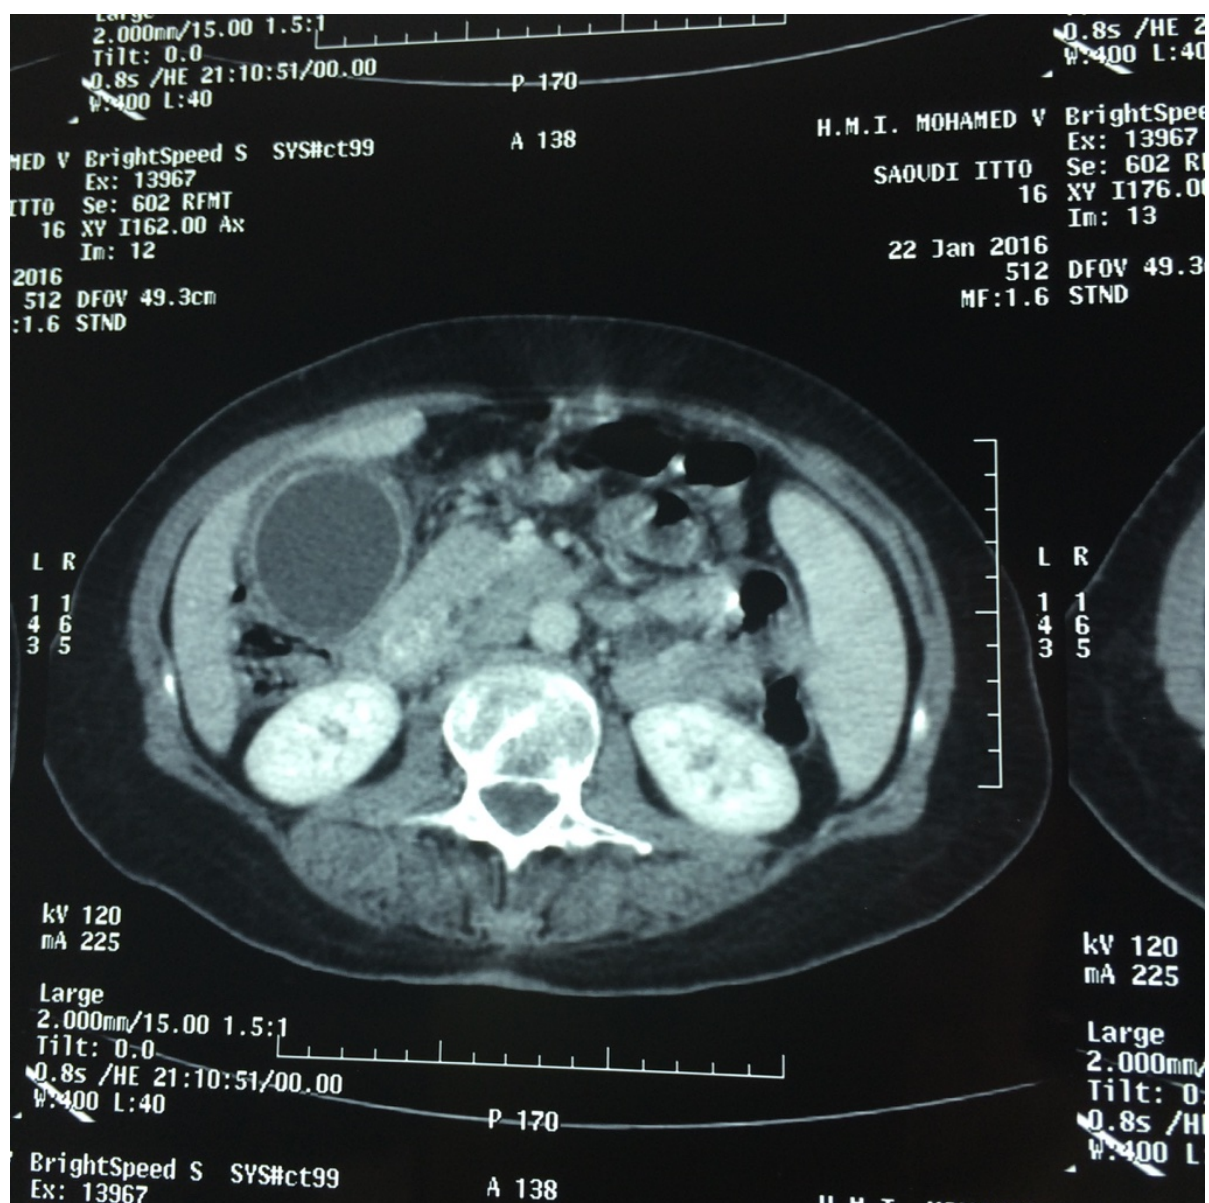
TDM abdominal, Cholécystite aigüe : épaissement de la paroi (CHVI)
